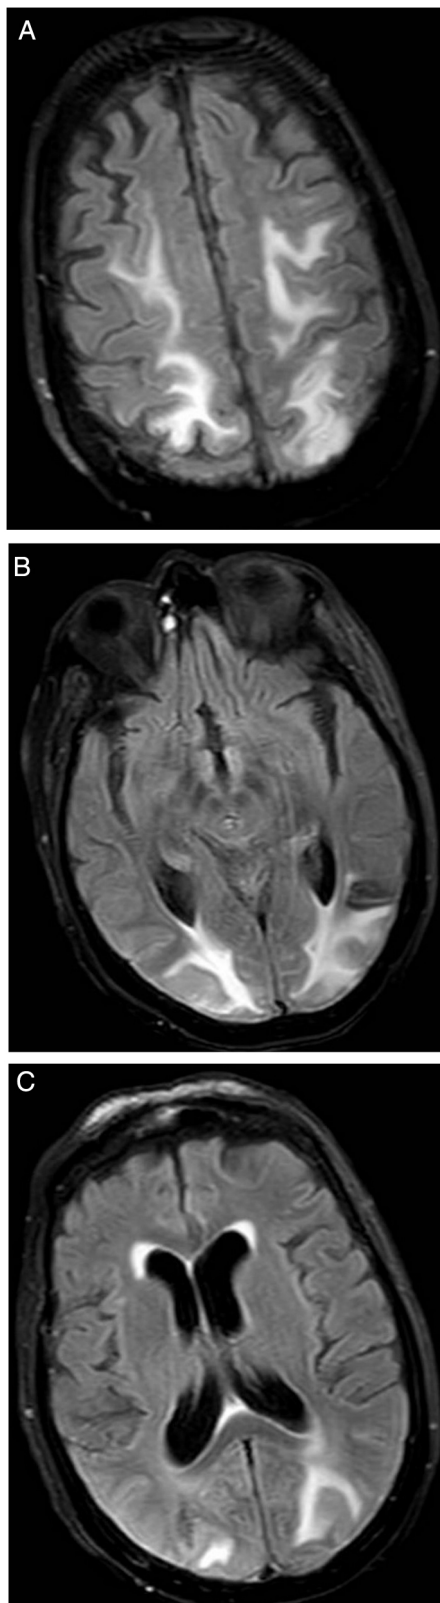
A: Imagen T2 FLAIR donde se objetivan extensas lesiones hiperintensas a nivel perirrolándicas, parietales posteriores y occipitales. B: Imagen T2 FLAIR. Hiperintensidad de predominio occipital posterior y en zonas corticales. C: Imagen T2 FLAIR. Predominio de zonas compatibles con edema a nivel posterior.
